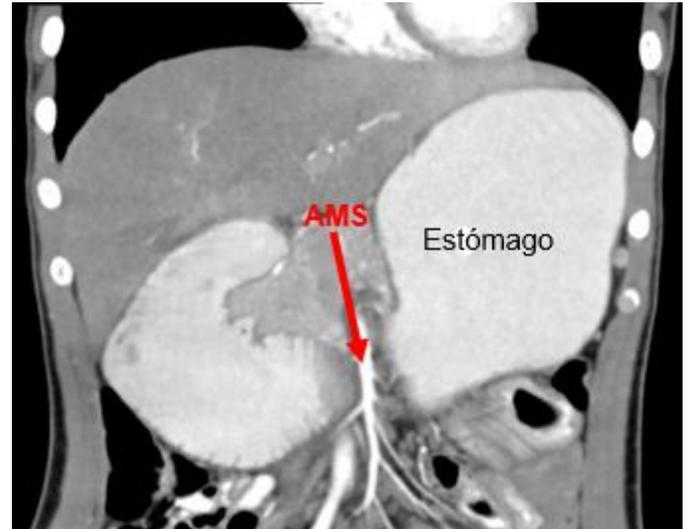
Tomografía computarizada (TC) abdominal en plano coronal con contraste oral e intravenoso en fase arterial. Observando cámara gástrica a sobredistensión con abundante material de contraste oral positivo y arteria mesentérica superior (AMS: señalada en rojo).
